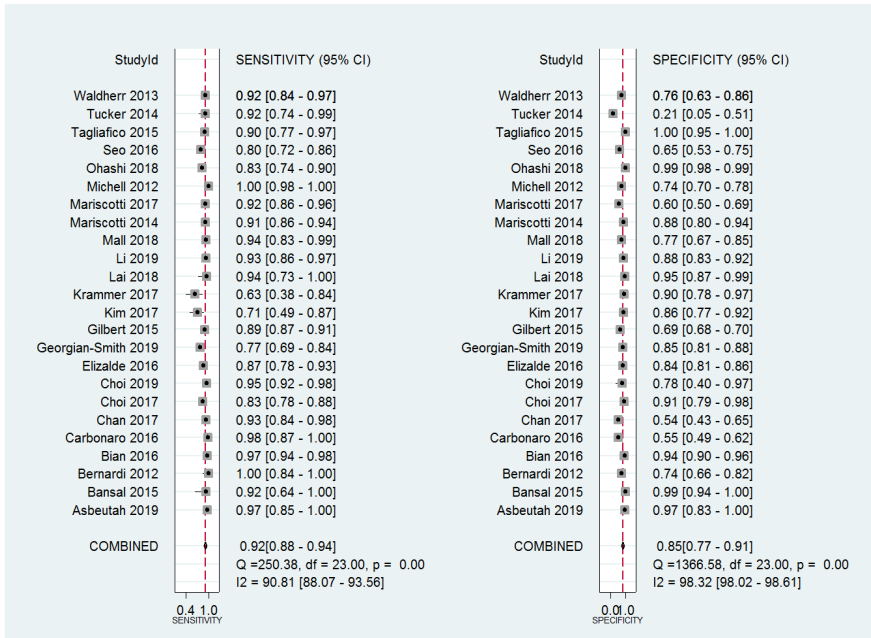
디지털 유방단층촬영영술의 통합민감도 및 통합특이도
